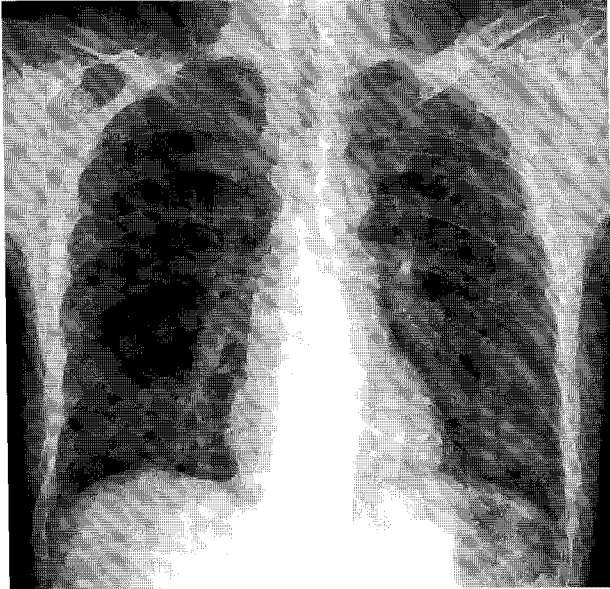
Chest X-ray showed reticulonodular densities predominantly on both lower lung fields.
